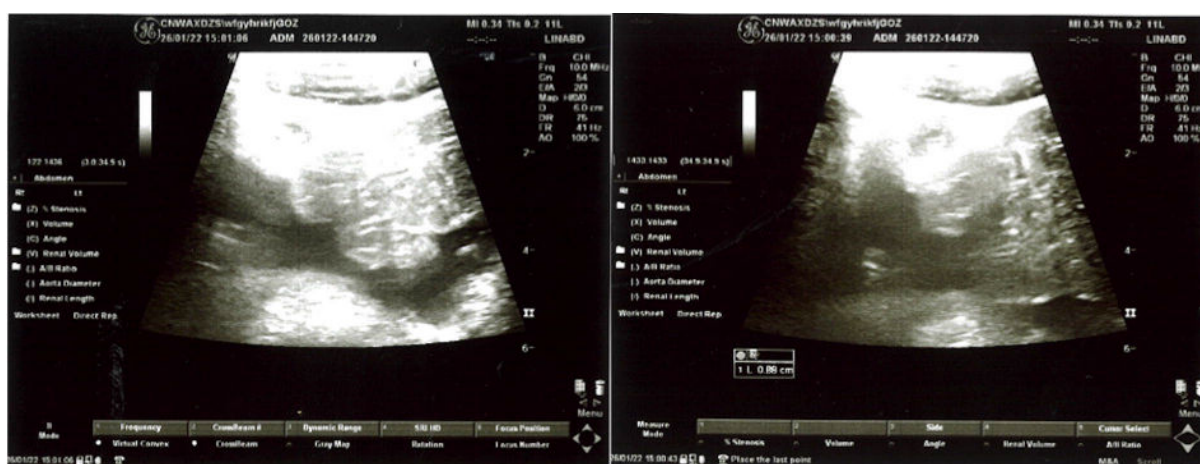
Ecografie abdominală pe 26 ianuarie 2022, care relevă o structură tubulară hipoecogenă cu un diametru de aproximativ 8.8 mm care nu își schimbă forma la compresie, o creștere a ecoului edematos inflamator în planurile adipoase mezenterice adiacente și a lichidului liber în cadranul inferior drept. În zona mezenterică se observă mai mulți ganglioni limfatici, cel mai mare având 16 mm. CT abdominal cu substanță de contrast efectuată în aceeași zi arată un apendice erect cu diametrul de 1 cm, cu pereți groși și opaci.
